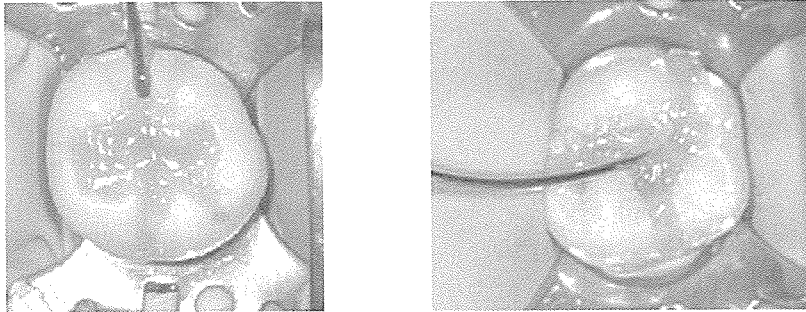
Gel type 산부식제를 사용하여 열구부위를 산부식하는 모습. 가능하면 열구부위에 국한하여 산부식하고 열구 내 침투를 높이기 위해 탐침 등으로 agitation하거나 초음파 scaler 등으로 진동을 가하는 것이 효과적이다.
